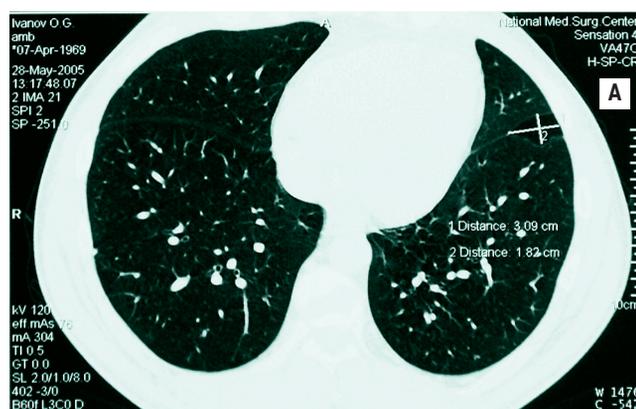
КТ ОГК до операции (28.05.05)
